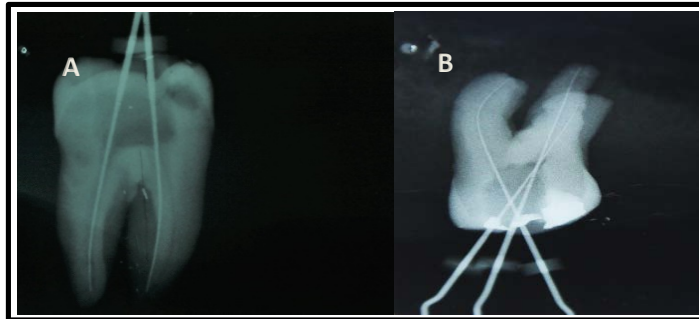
Fase de instrumentación en dientes posteriores. A) Órgano Dentario 36 y B) Órgano Dentario 26. Radiografías tomadas durante el estudio.
